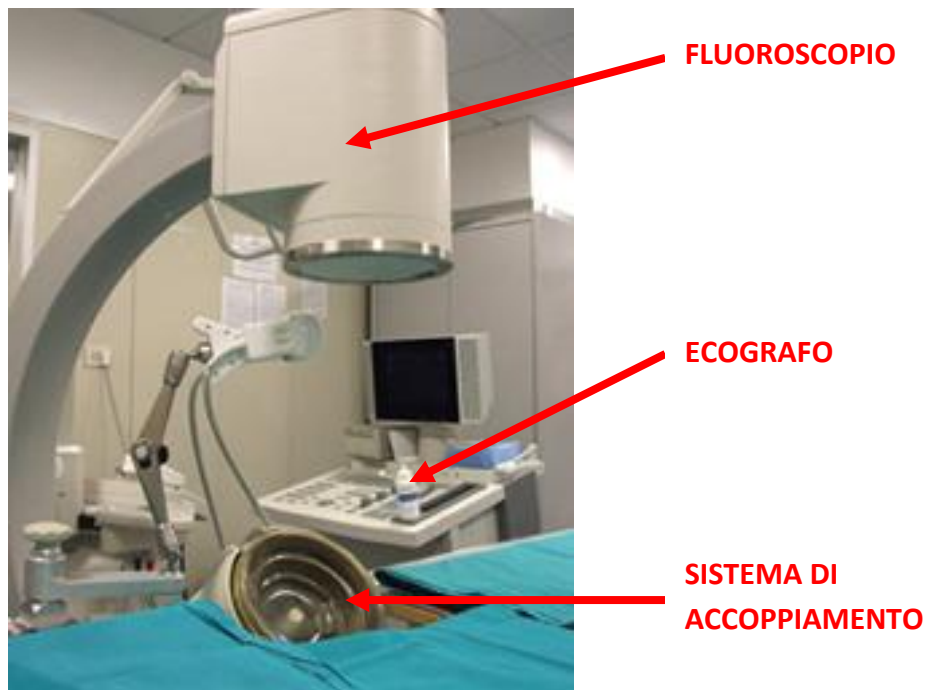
Fluoroscopio, ecografo e sistema di accoppiamento
